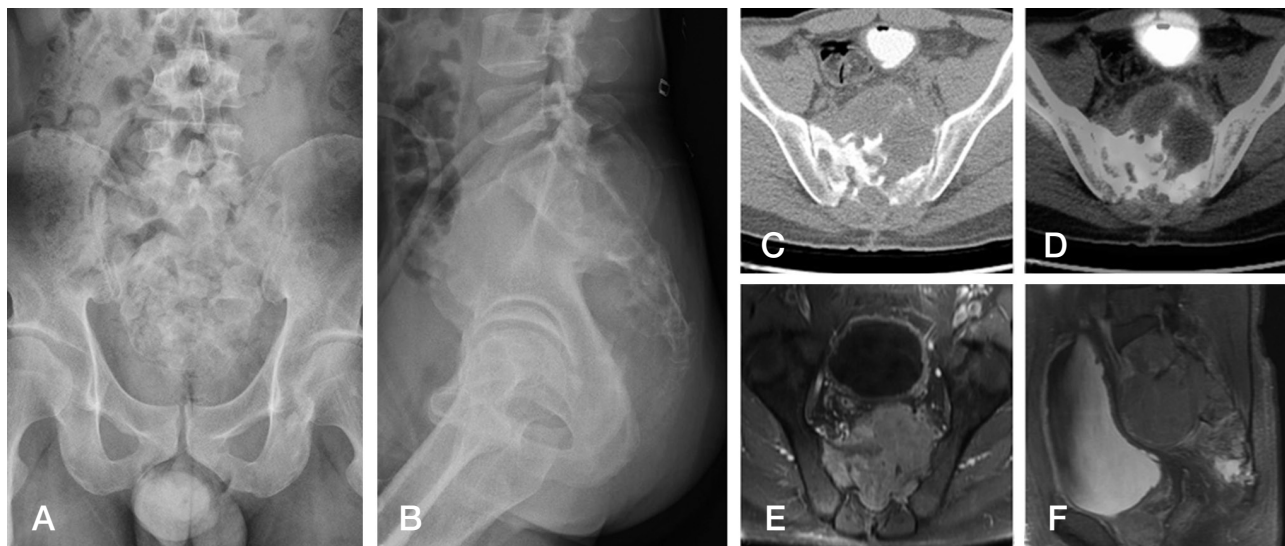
Pelvic anteroposterior (A) and lateral radiographs (B) show a soft tissue mass in the presacral area with sacral destruction. The axial CT (C) and PET/CT (D) images show a destructive soft tissue mass with the rectum and bladder compressed at the S2 level. Gadolinium-enhanced fat-suppressed T1-weighted axial (E) and sagittal (F) MR images also show a large lobulating soft tissue mass destructing the sacrum.
